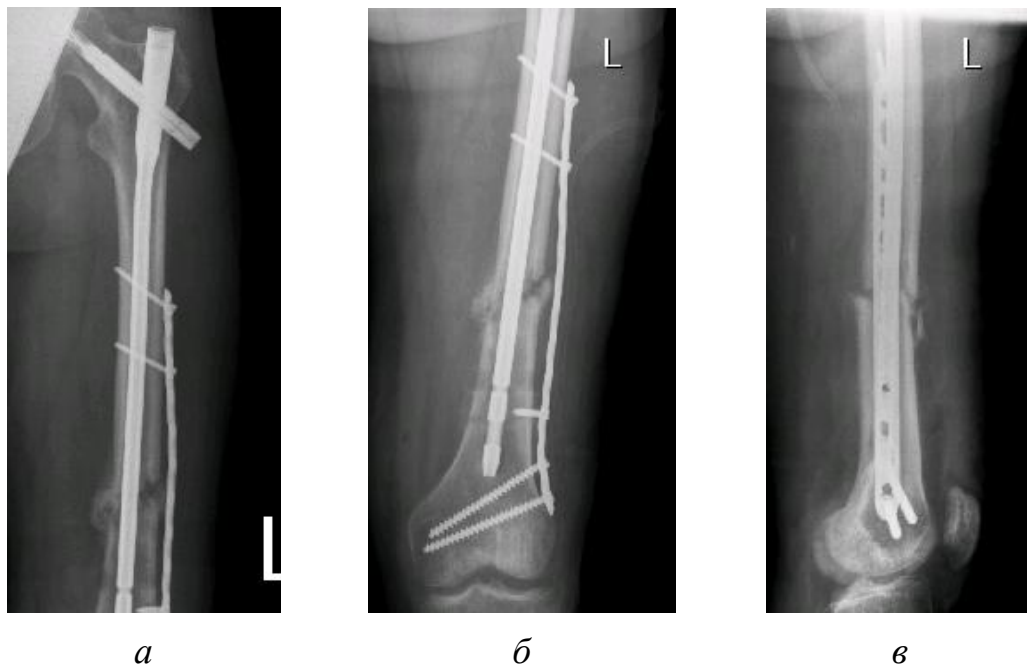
Рентгенограммы пациента С. после выполнения ревизионного
